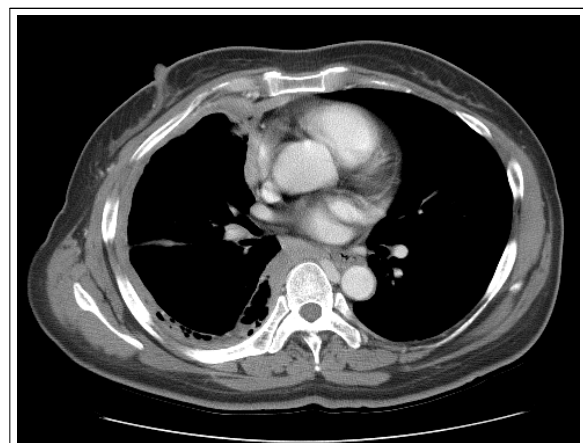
The following chest CT scan shows that the pleural mass of rind with effusion was resolved dramatically after combination chemotherapy with pemetrexed/cisplatin.
